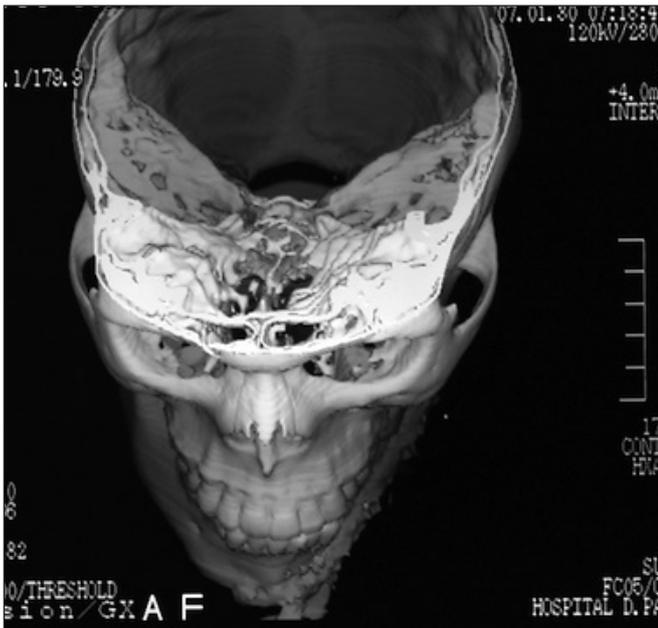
Vista superior del TAC postoperatorio.
